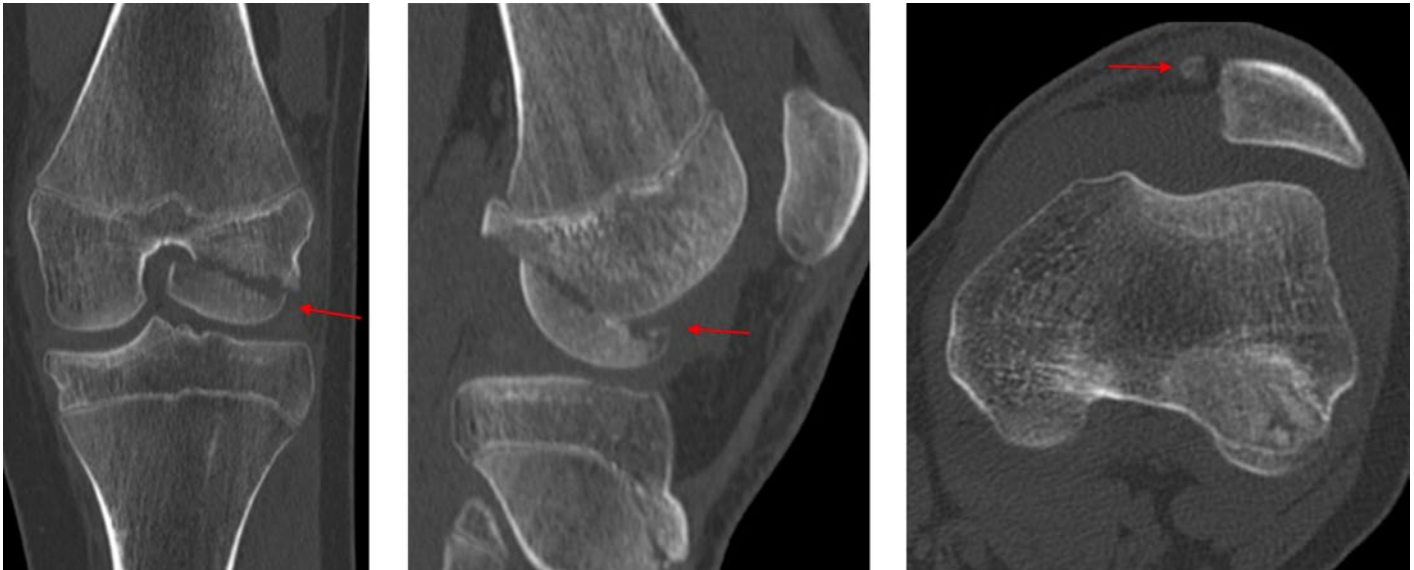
A, B) Hoffa-Fraktur (Pfeil). Computertomographische Aufnahme posttraumatisch, coronarer (A) und sagittaler Schnitt (B). C) Avulsion der medialen Facette der Patella (Pfeil). Computertomographische Aufnahme, axialer Schnitt.
